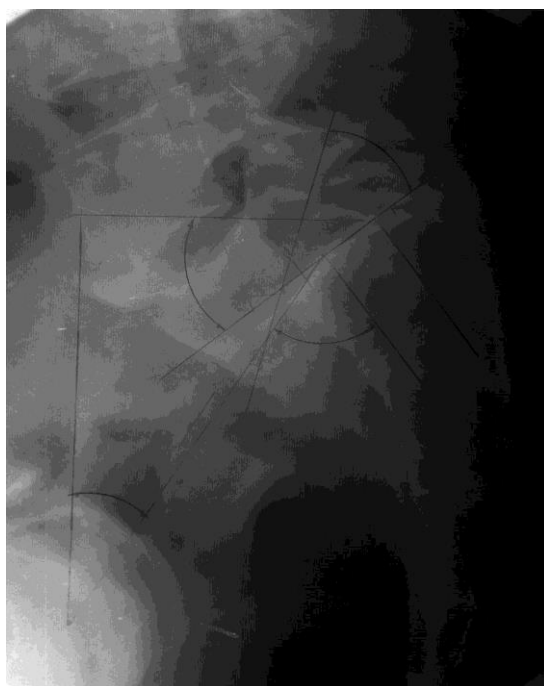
Рентгенограммы больной К-й (ист. болезни № 31814). Диспластический спондилолизный спондилолистез  $L_5$  V ст., стеноз позвоночного канала: а) до операции (фас и профиль); б) через 27 лет после операции: прочное сращение  $L_4$  и  $S_1$ . Позвонок  $L_4$  стал на место  $L_5$ , смещение его III ст.
